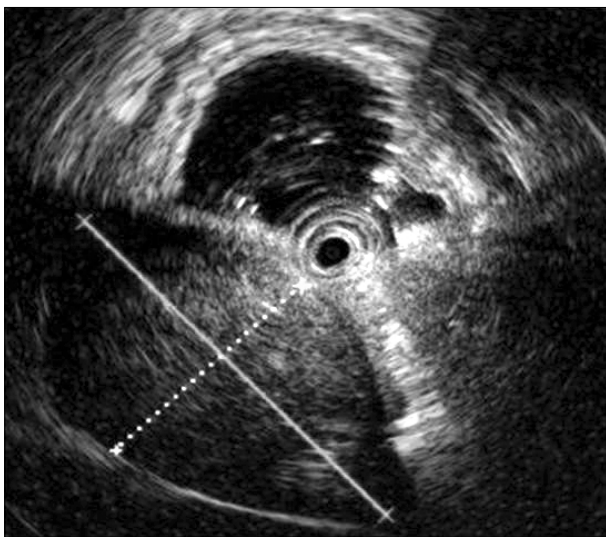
Endoscopic ultrasonography finding. A 2.7×1.6 cm sized well circumscribed heterogenous hypoechoic mass in the fourth sonographic layer of the gastric wall.
